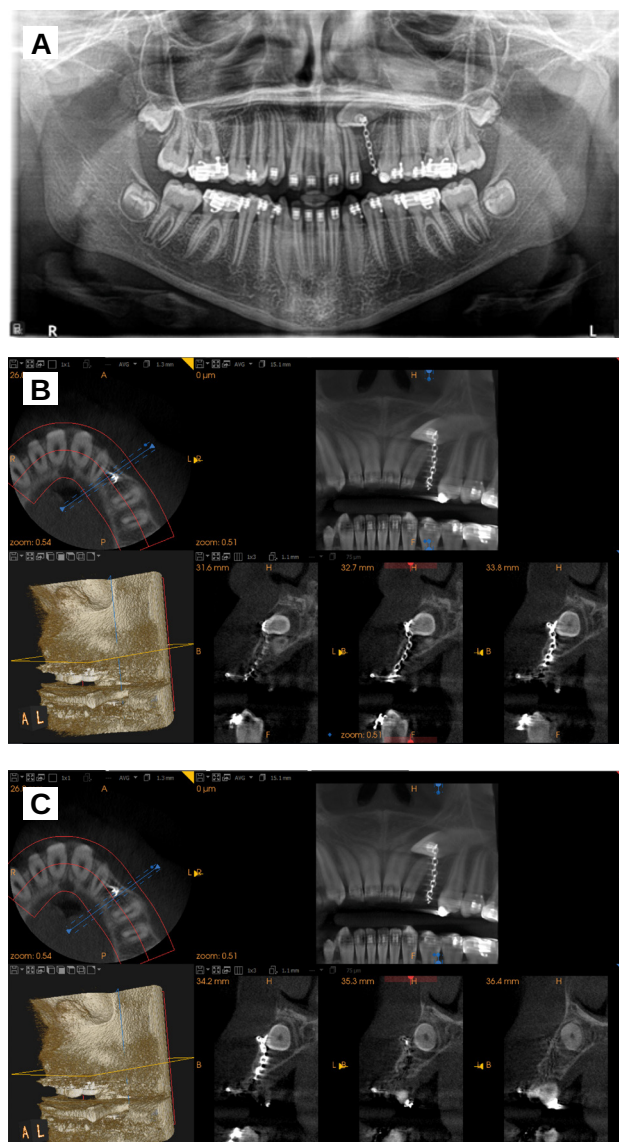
A. Radiografía panorámica donde se observa que se colocó un botón de ortodoncia para intentar traccionar del canino, sin éxito. B, C. Cortes CBCT previos a la cirugía.
